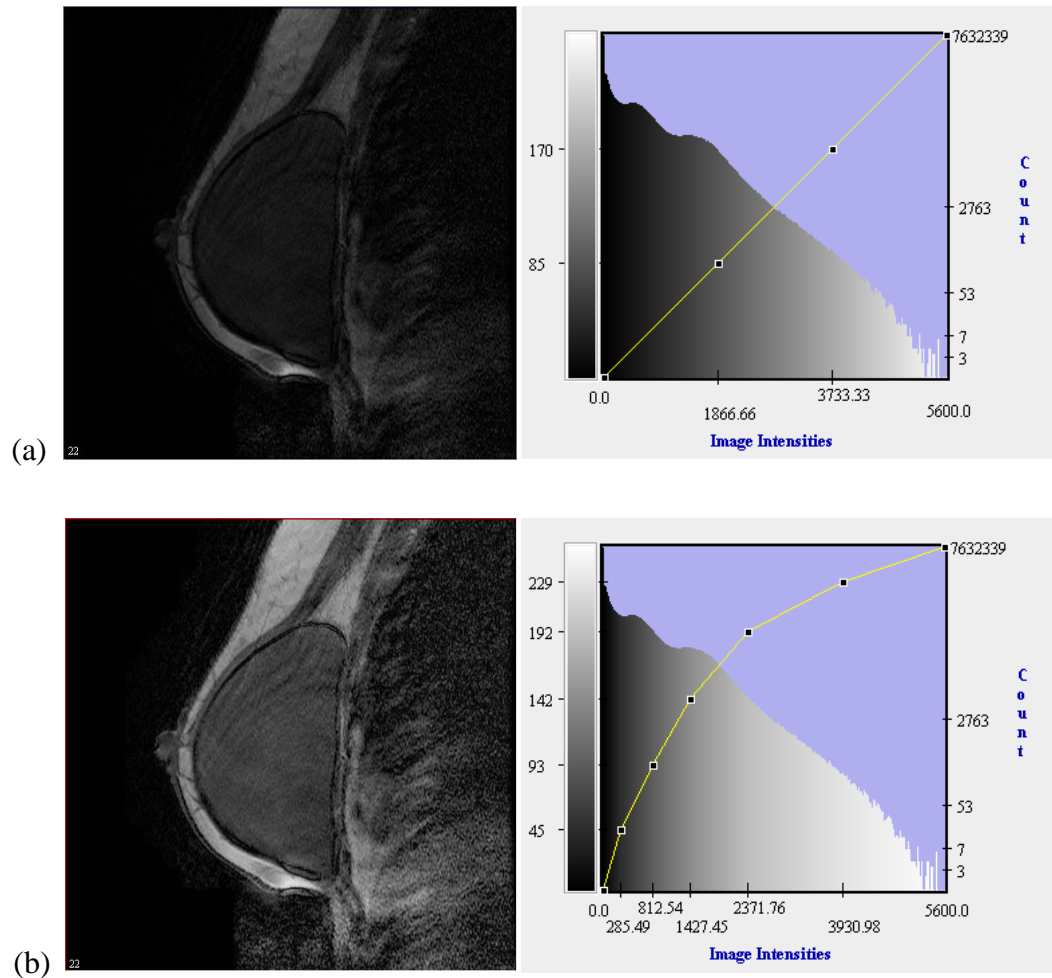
(a) Corte da imagem por RM de mama original, com seu respectivo histograma; (b) Resultado da aplicação da operação de transformação do histograma, com seu respectivo histograma.
